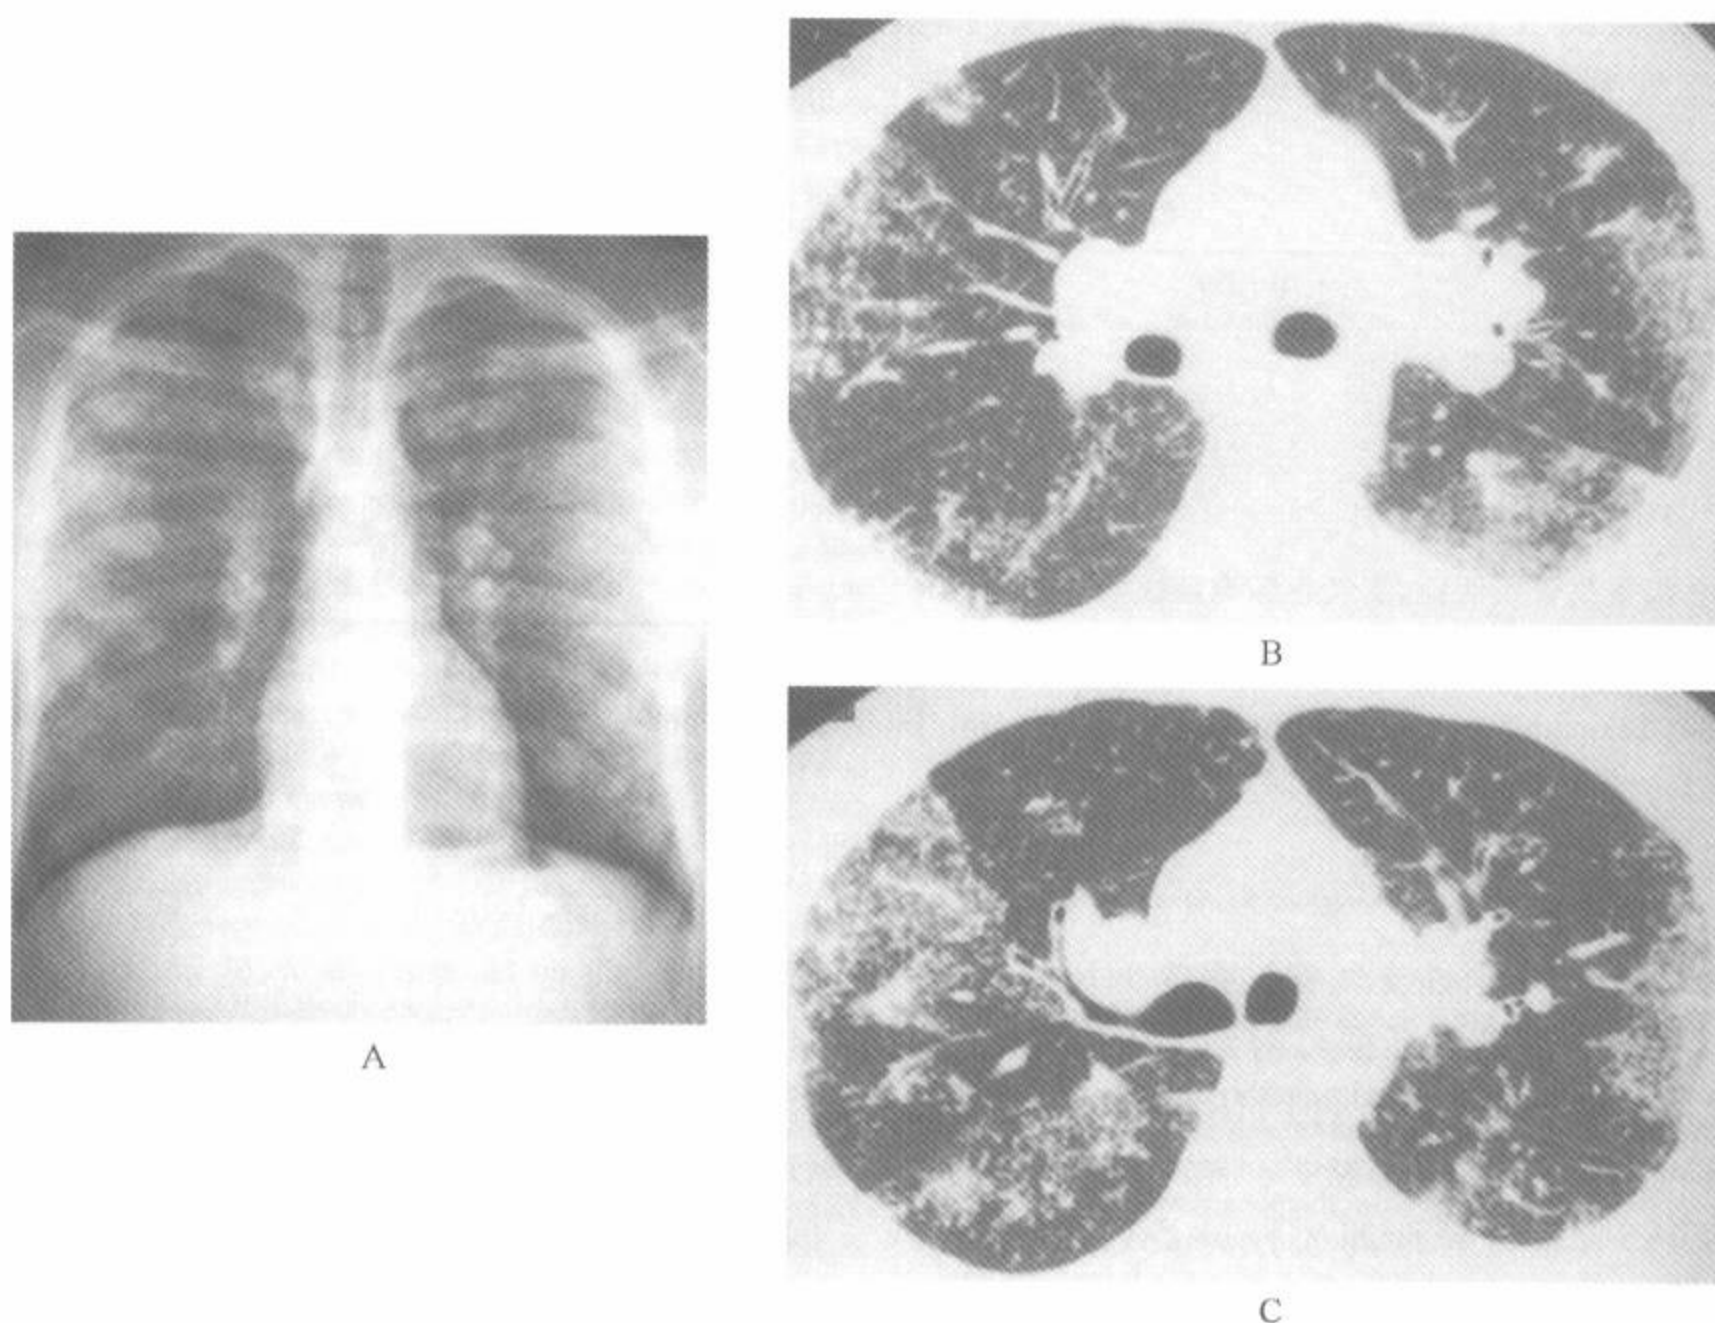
有诊断性 HRCT 表现的结节病
